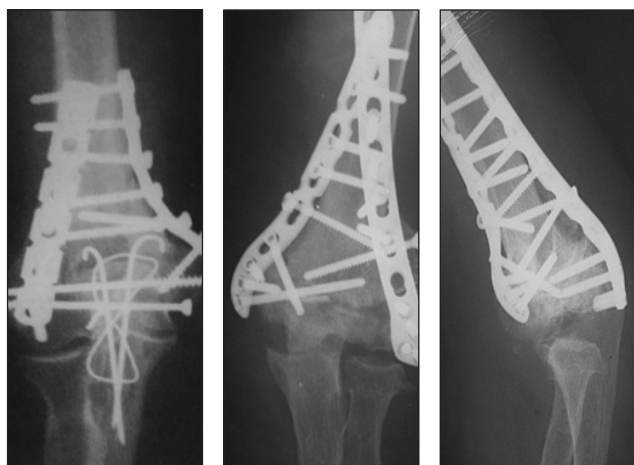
Рентгенограми пацієнтів із наслідками остеосинтезу над- і черезвиросткових переломів ПК LCP-пластинами
